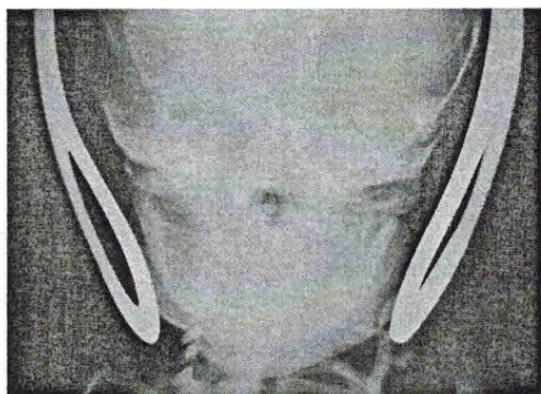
Взаимоотношение ложек щипцов и костей лицевого скелета на рентгенограмме черепа новорожденного при симметричном охвате головы акушерскими щипцами от затылка до подбородка
